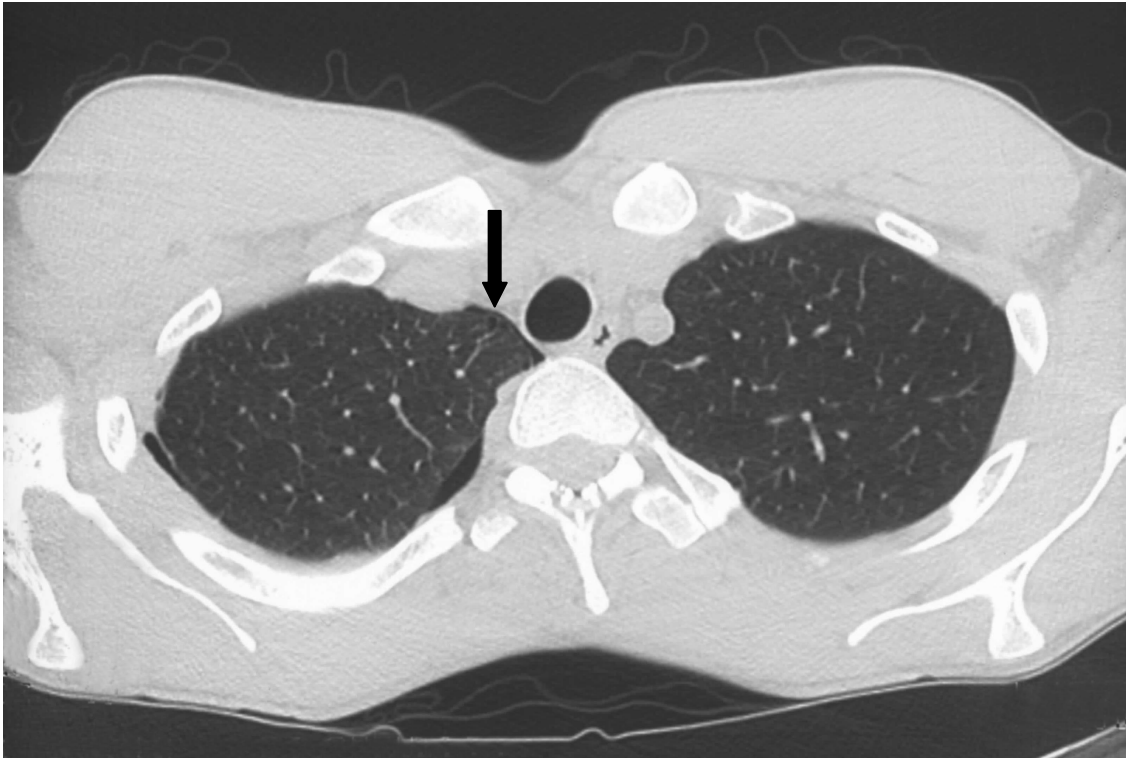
27jähriger Patient, HRCT 2/10 mm, Rezidivpneumothorax. Im rechten Oberlappen ventral subpleural sichtbare unter 1 cm große Bulla ( Pfeil). Winziger Restpneumothorax rechts.
